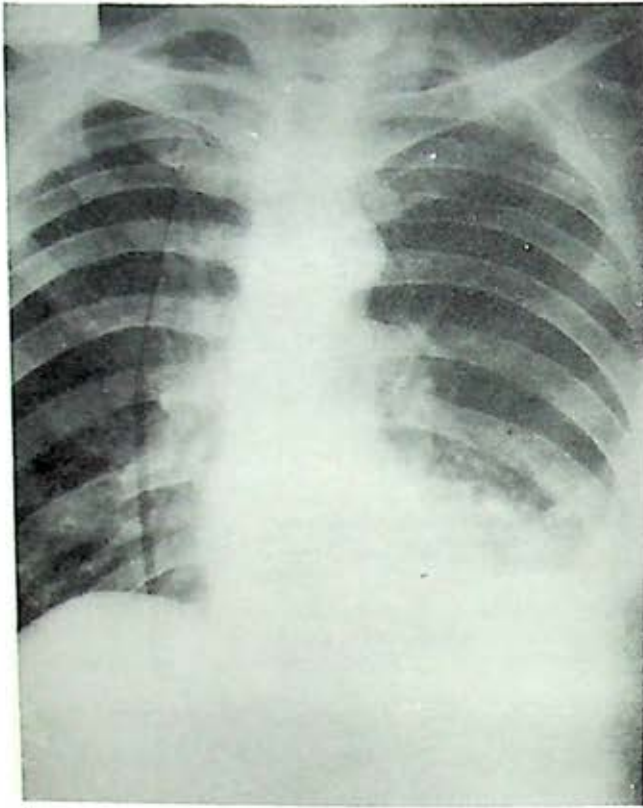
Monilliasis. A. M. caso clínico. Telerradiografía P. A. que presenta opacidad nodular basal izquierda de aspecto exudativo con nivel horizontal sugestivo de cavidad. Seno costodisfragmático borrado y discreta opacidad marginal ascendente.
